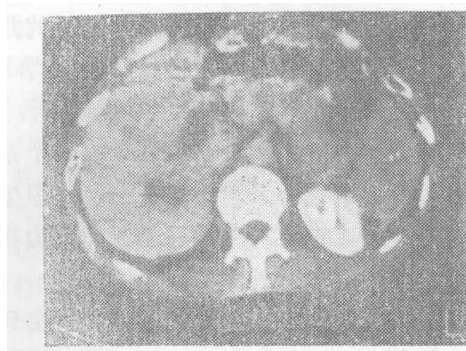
C 增强 CT, 显示肝右叶后段呈哑铃状低密度区。
